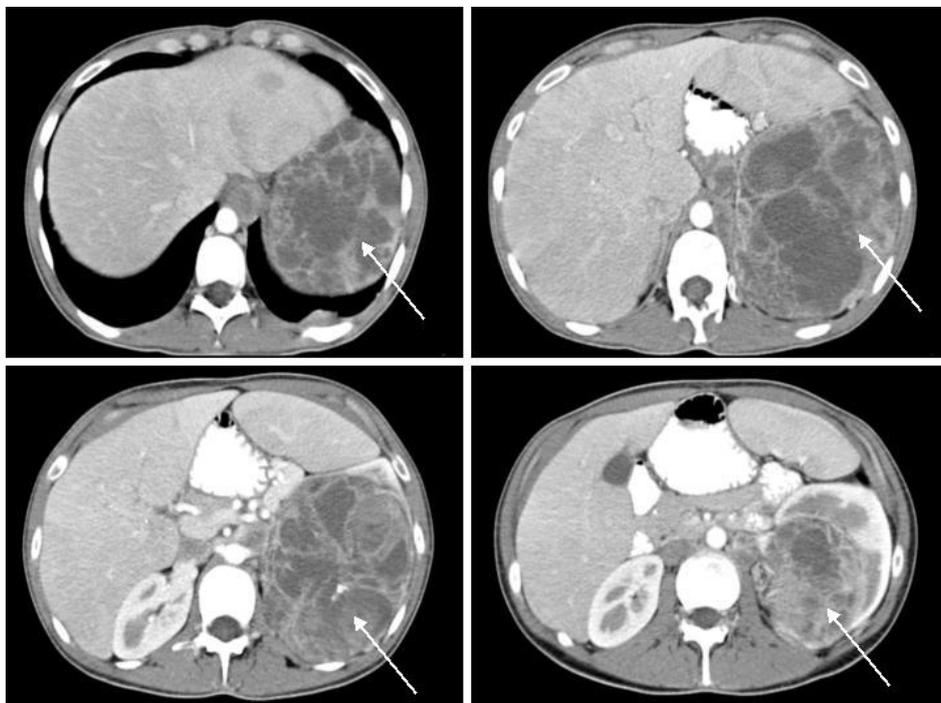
Imágenes de TAC en las que se objetiva neoformación dishomogénea (flechas), de aproximadamente 17 cm de diámetro en polo superior y área mesorrenal izquierda, con múltiples áreas quísticas, tabiques gruesos que realzan con contraste y calcificaciones groseras, todo ello con adenopatías pre- y para-aórticas asociadas.
